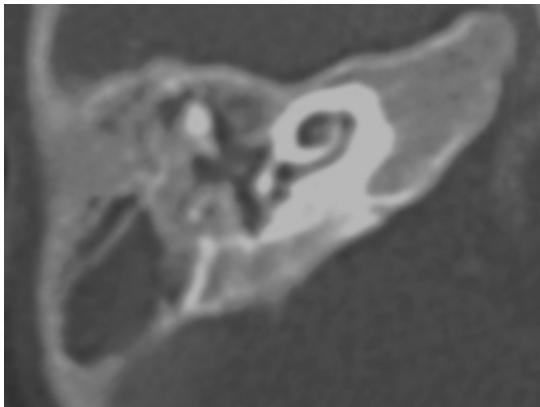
Tomografía que evidencia densidad de tejido blando ocupando parcialmente mastoides y caja timpánica.
